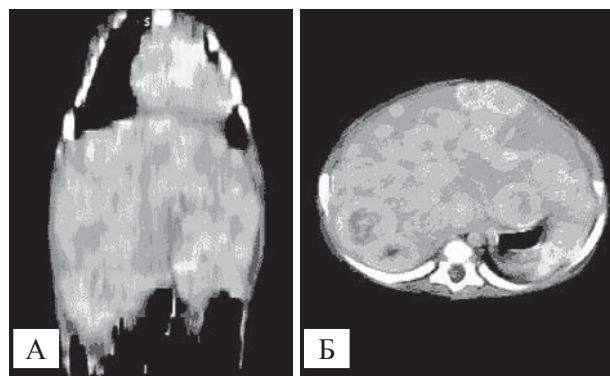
КТ-скани печінки хворого С., вік — 6 міс: фронтальний (А) та аксіальний (Б) зріз
